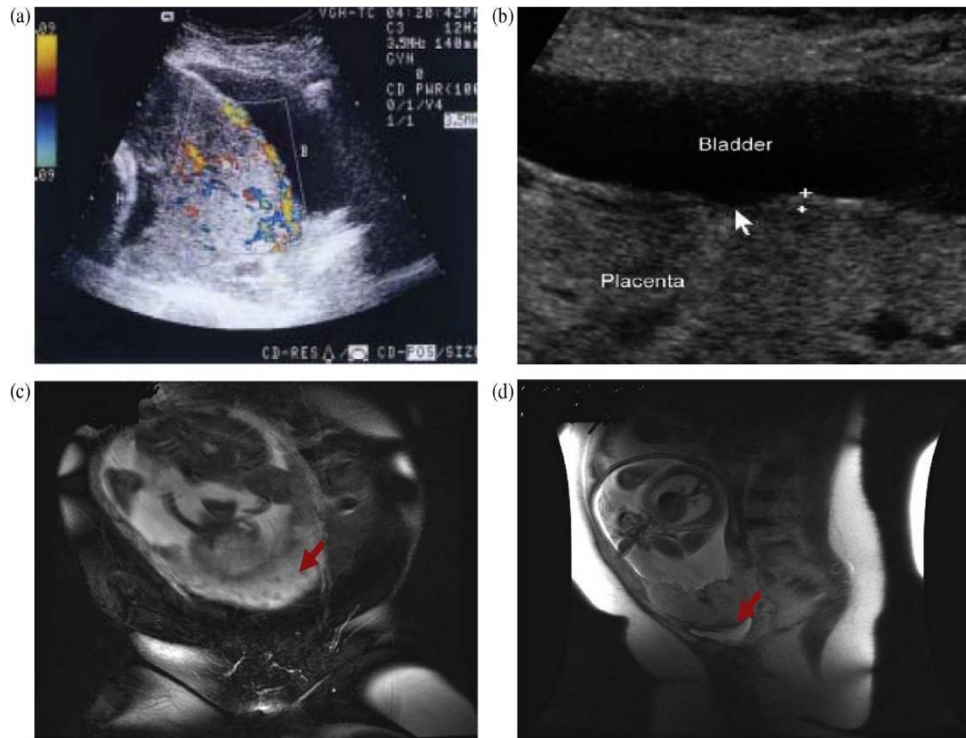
Écho-Doppler accompagnée d'IRM chez une patiente de 38ans [80].
